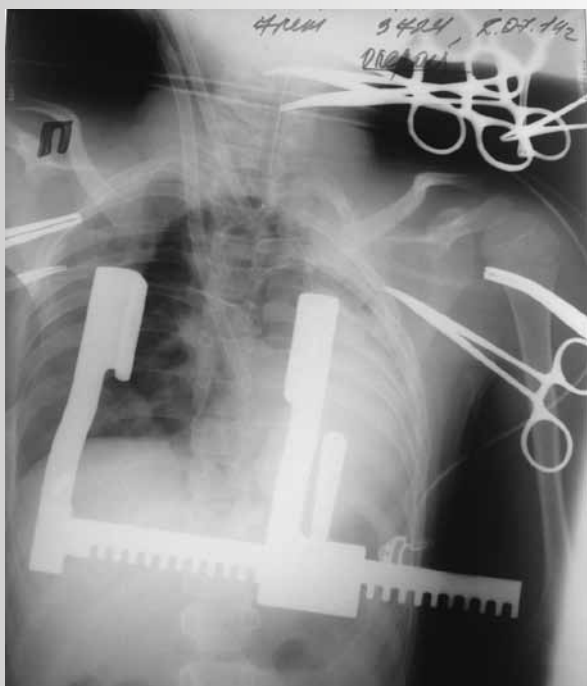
Рентгенологический контроль положения канюль
